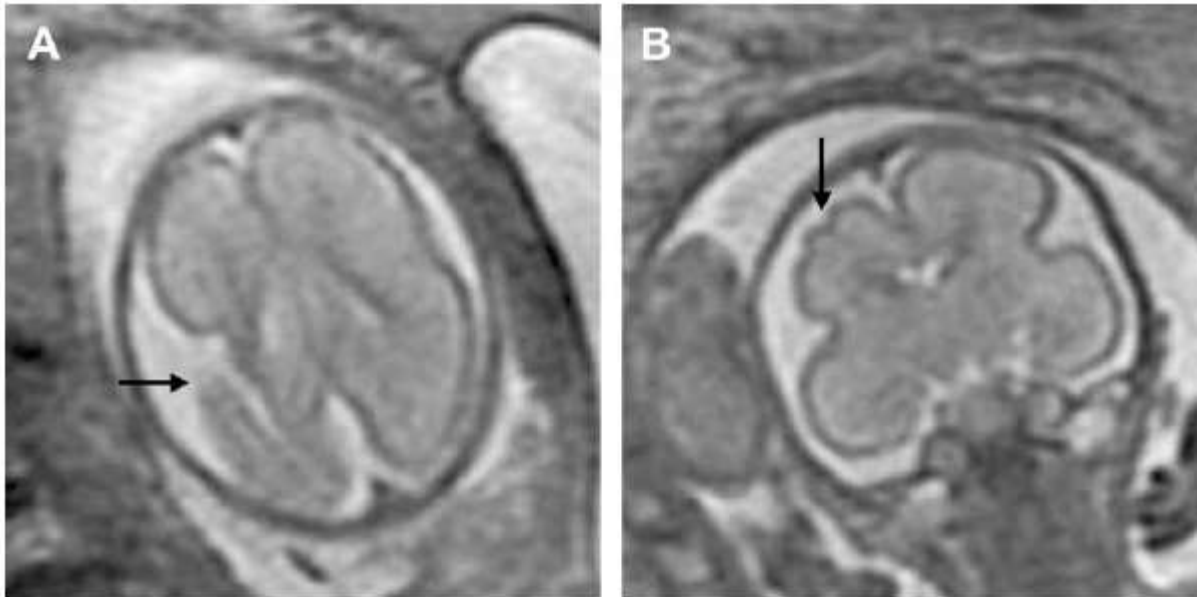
Monochorionic twin pregnancy complicated by co-twin demise. (A) Axial ssFSE T2-weighted image of the surviving 23-gestational-week fetus demonstrates a large area of encephalomalacia involving the left frontal and parietal lobes (*arrow*). (B) Coronal image demonstrates several abnormal infoldings of the developing cortex (*arrow*) consistent with polymicrogyria (confirmed on postnatal MRI). (*From* Glen OA. Fetal central nervous system MR imaging. *Neuroimaging Clinics of North America* 2006;16(1):1–17; with permission.)
